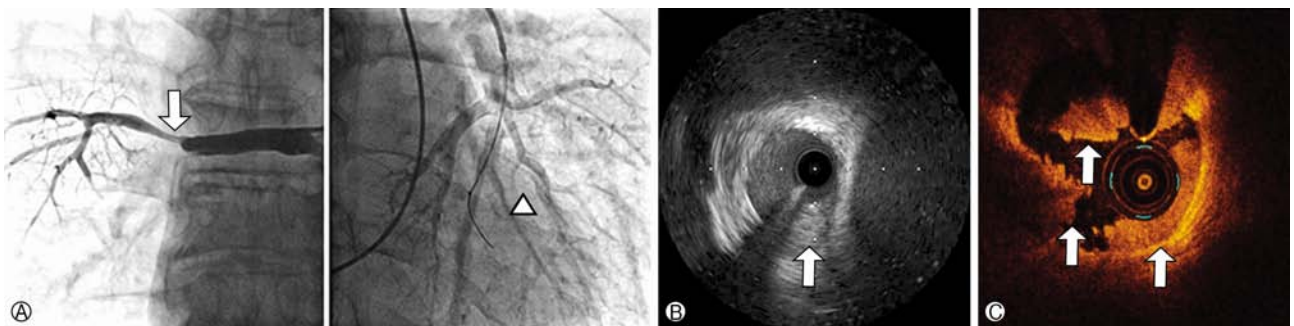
(A) Pulmonary angiography showing 90% diffuse stenosis in the proximal right pulmonary artery (arrow) and 20% stenosis in the left pulmonary artery (arrow head). (B) Intravascular ultrasound and (C) optical coherence tomography showing a well-organized thrombus in the wall of the proximal right pulmonary artery (arrow).
